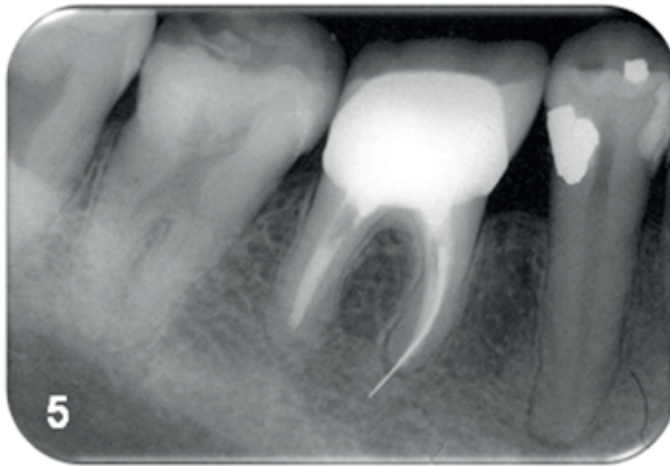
Radiografia de follow-up de 18 anos mostrando cura completa das lesões periapicais e neoformação óssea.
